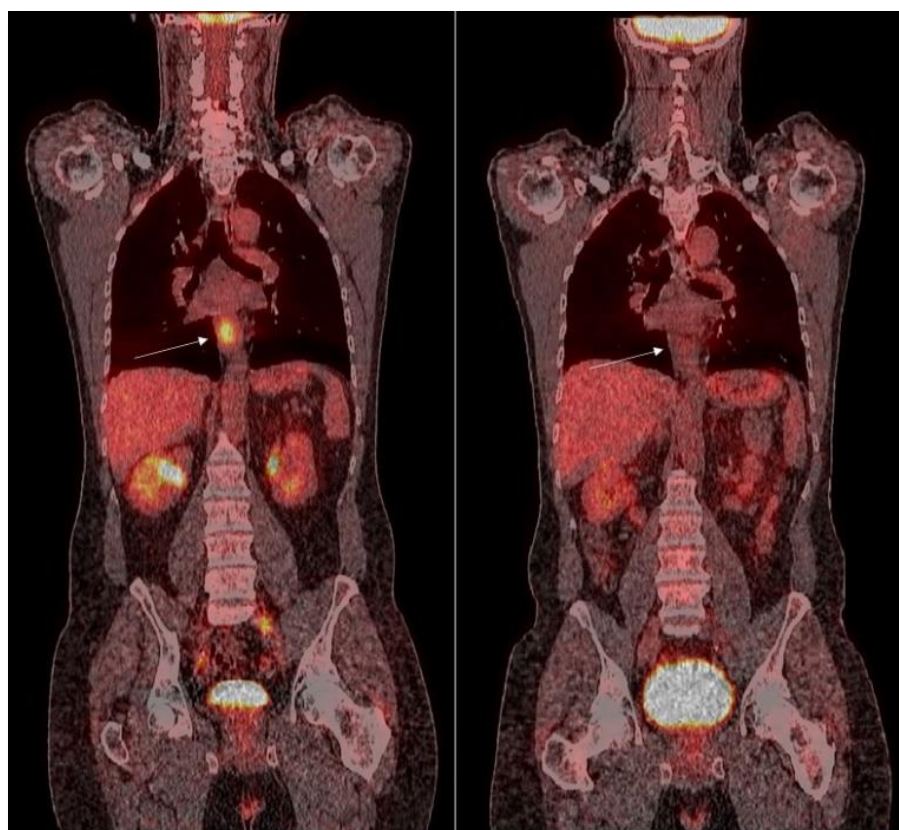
[¹⁸F]FDG PET/TC. Lesión hipermetabólica en esófago torácico inferior (imagen izquierda, flecha) con respuesta completa al tratamiento (imagen derecha, flecha), en paciente con adenocarcinoma T2N0M0.
